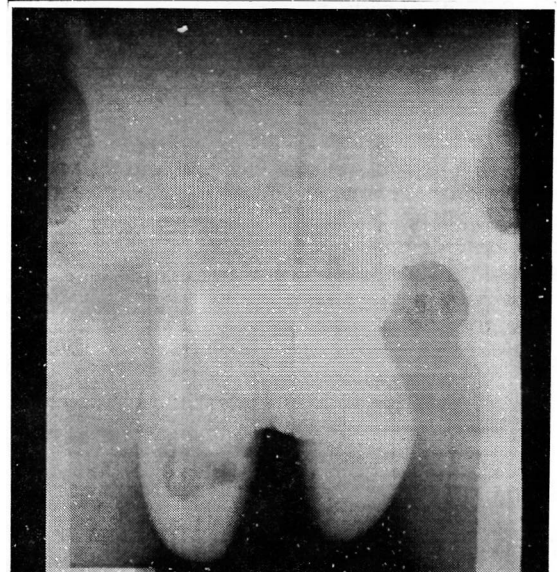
Radiografía de pelvis y bolsas. Gas en hemiescrotro derecho
